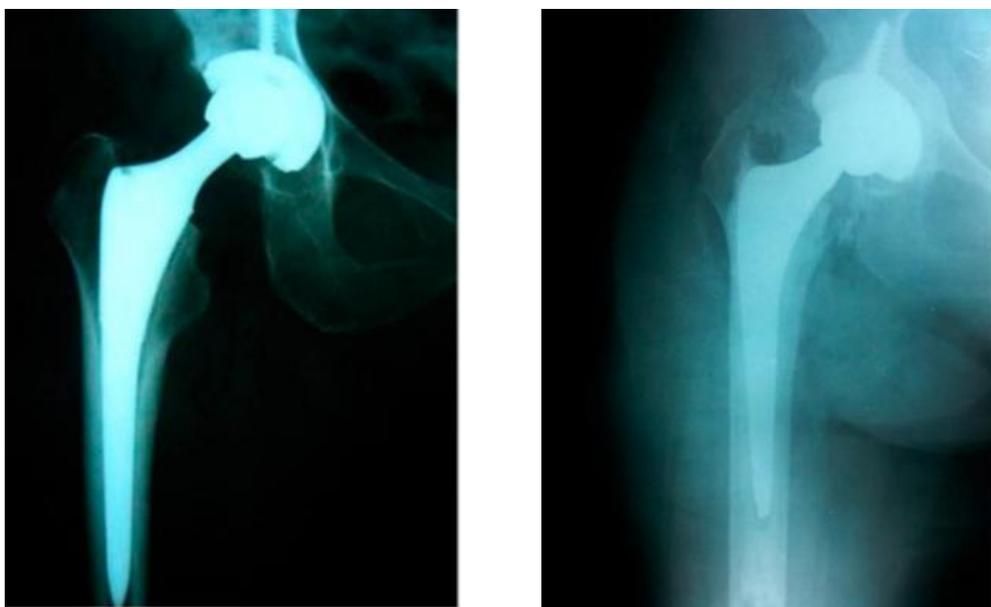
Radiografias de artroplastia total de quadril não cimentada e cimentada, respectivamente. Disponível em <http://www.ortopediabr.com.br/artroplastia-de-quadril-protese-artrose/>. Acesso em 07 de outubro de 2022.
